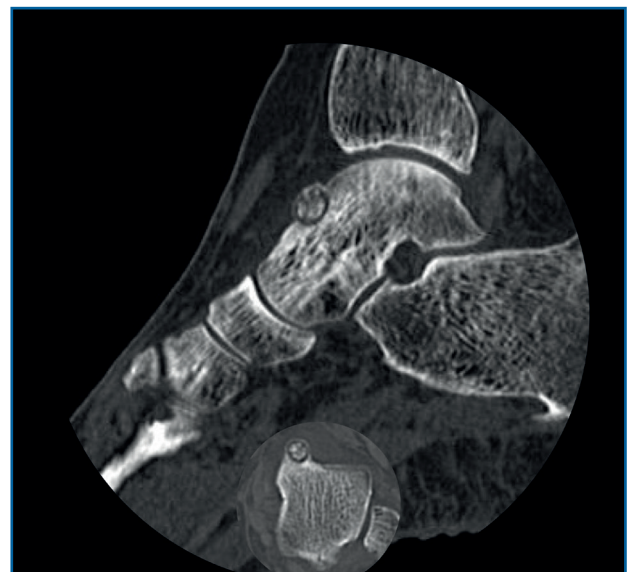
Tomografía axial computarizada inicial donde se observa una lesión yuxtacortical en el astrágalo de 8 mm de diámetro.
